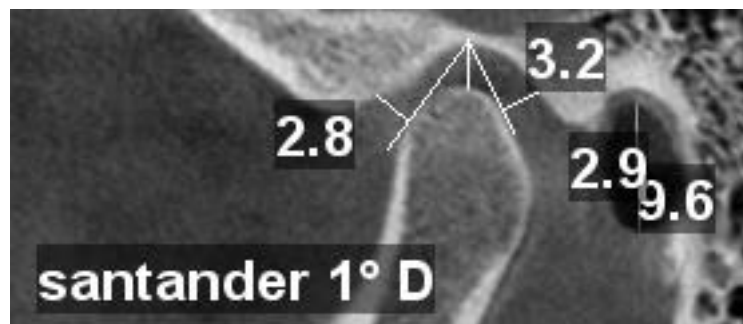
Primer cone beam de lado derecho
